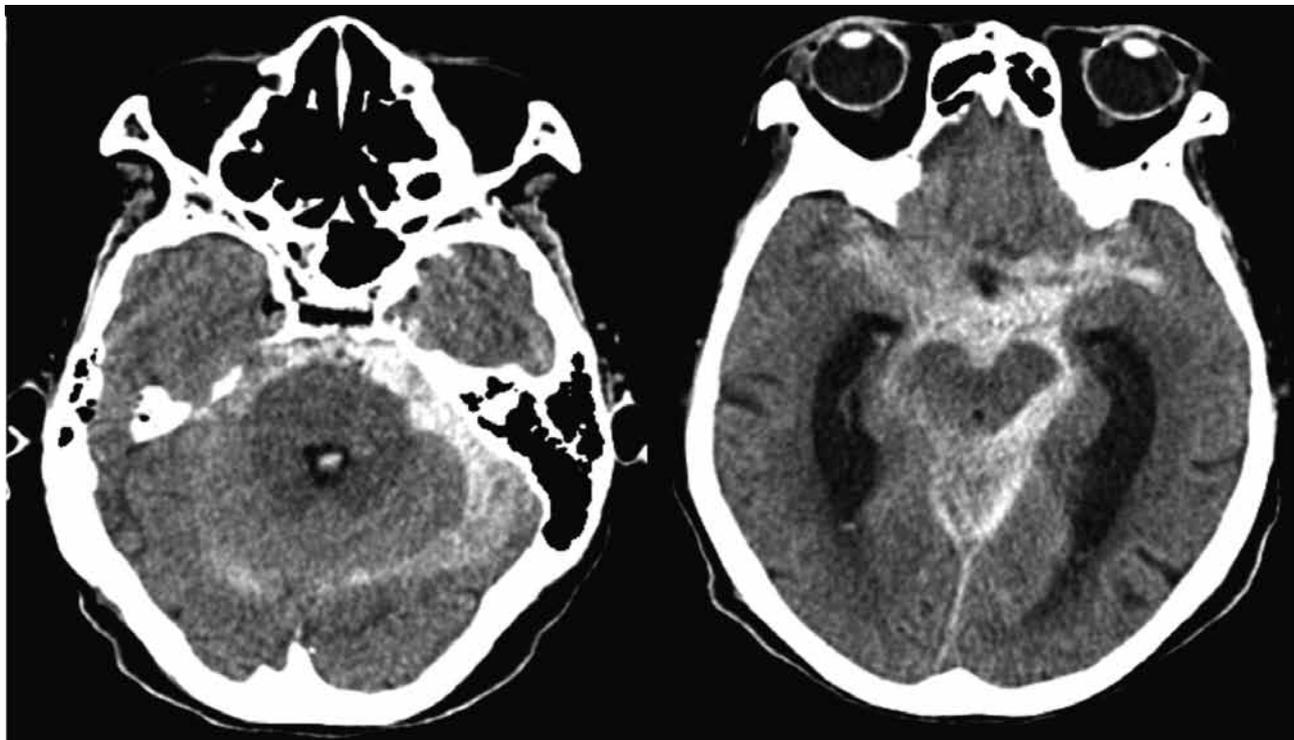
CT on admission shows Fisher group 3 subarachnoid hemorrhage. Clot is relatively thick in the left posterior fossa.
